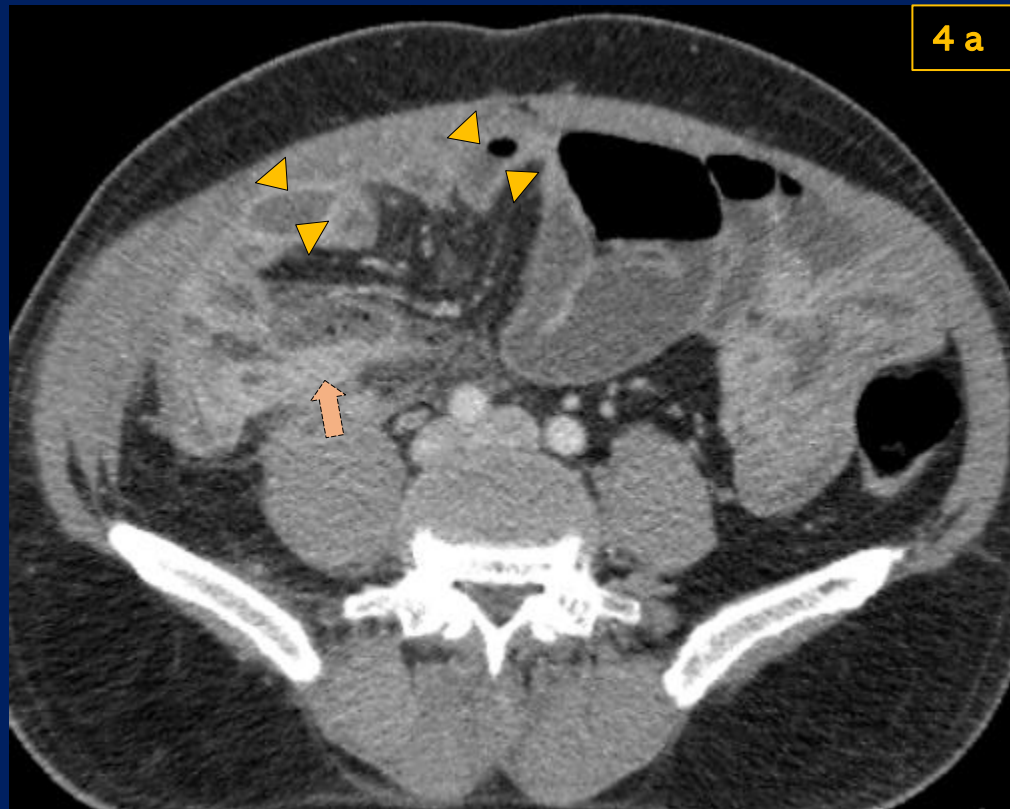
Tomografía de abdomen con contraste ev. en reconstrucción axial (a) y coronal (b) donde se aprecia la presencia de colecciones con realce parietal y burbujas (puntas de flecha) en fosa iliaca derecha, presencia de apéndice aumentado de calibre (flecha) y rarefacción de planos grasos adyacentes(*).
